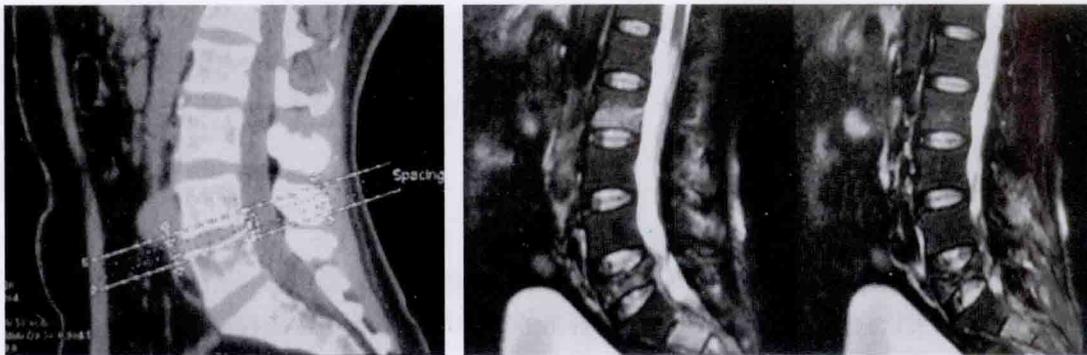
恶性肿瘤骨转移 CT(腰椎矢状位,软组织窗)、MRI(胸椎矢状位 T2WI 增强)表现
